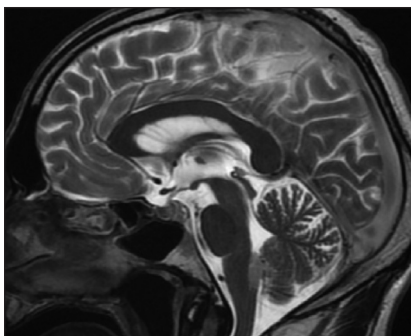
МРТ головного мозга пациента А., 68 лет. Субэпендимомы IV желудочка, проявляющаяся позиционным головокружением
